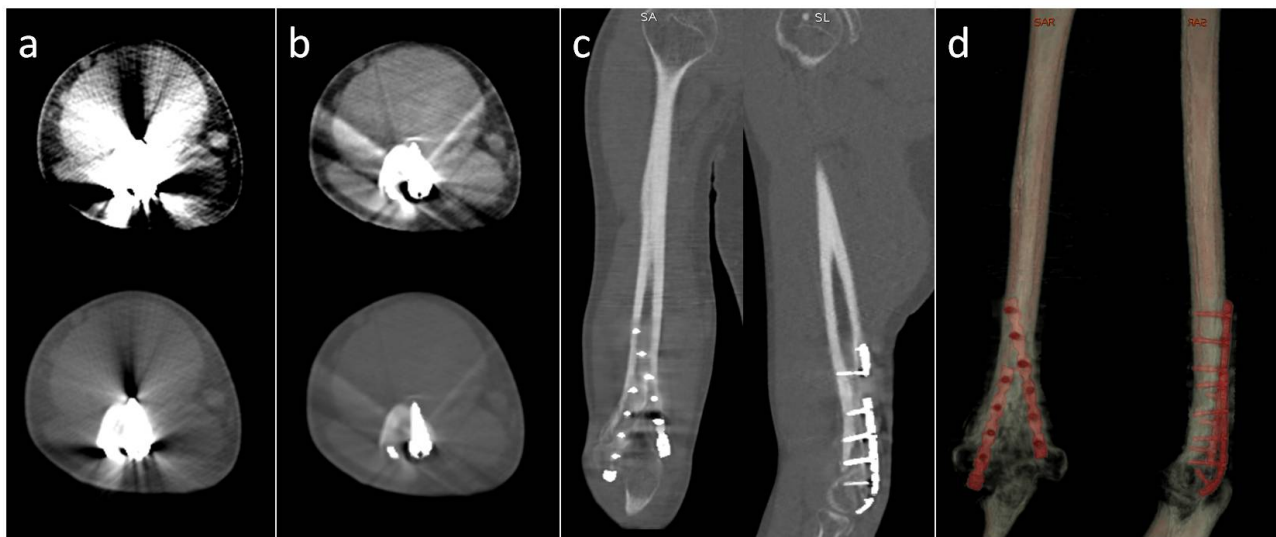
Reducción de Artefacto Metálico mediante Tomografía de Energía Dual (TED). (a) y (c) TC estándar con artefactos (streak) que oscurecen el implante. (b) y (d) Imagen corregida por TED que permite visualizar con claridad la interfaz hueso-implante y los tejidos blandos. Esta técnica es fundamental en ortopedia laboral para evaluar la no-unción o infecciones crónicas. Fuente: Tomado de Reynoso E et al. Rev Asoc Argent Ortop Traumatol. 2017
